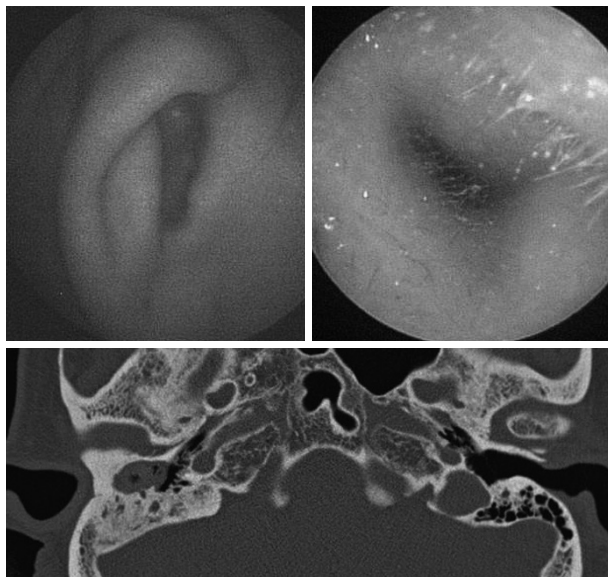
Grade 1 microtia and computerized tomography finding of a patient with right congenital external ear canal cholesteatoma.
